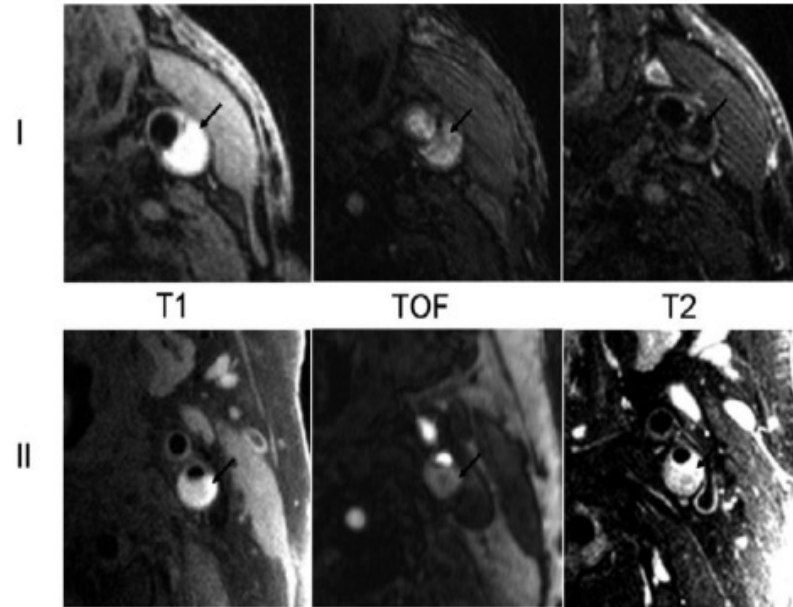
IRM Haute Résolution montrant une hémorragie intra-plaque récente (type I, rangée supérieure) et ancienne (type II, rangée inférieure) chez deux patients différents (flèches). L'hémorragie de type I apparaît en hypersignal T1 et TOF mais en hyposignal T2 contrairement à l'hémorragie ancienne qui est en hypersignal sur les trois pondérations.
